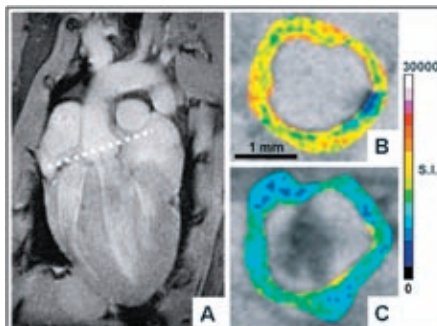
Magnetresonanztomographie (MR) Aufnahme des schlagenden Herzens einer ApoE-knock-out-Maus mit beschleunigter Arteriosklerose. Man sieht die Herzkammern sowie den Aortenbogen (A). B zeigt den Querschnitt durch die Aortenwurzel auf Ebene der gestrichelten Linie in A. Nach Gabe eines eisenhaltigen MR-Kontrastmittels (C) läßt sich eine Infiltration von Makrophagen im Bereich der Aortenklappe durch eine Abnahme der Signalintensität (S.I.) und damit eine akute Entzündung nachweisen.
